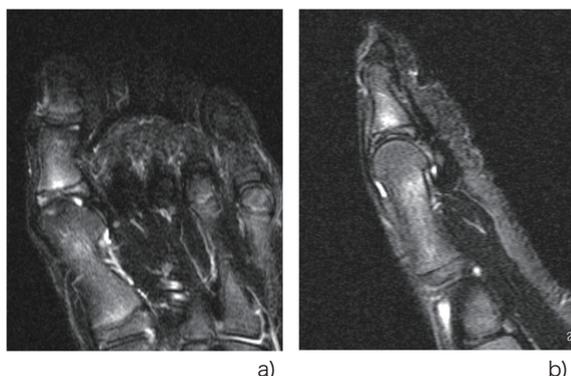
初診時 MRI (脂肪抑制画像) a) 水平断 b) 矢状断
